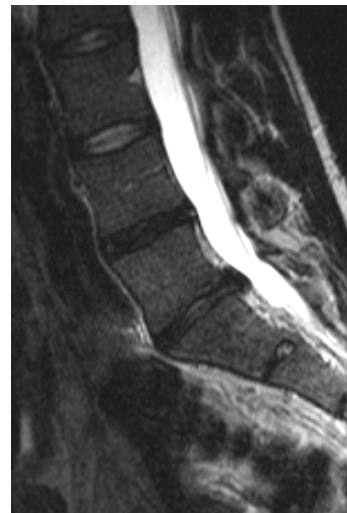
MRT-Bild - Flexion
